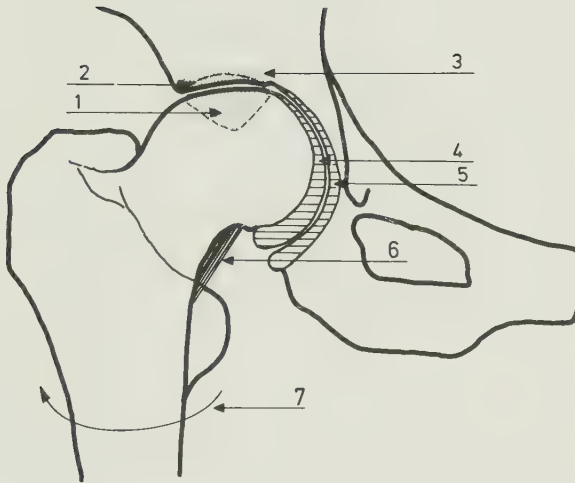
Skizzierung von sieben wichtigen röntgenmorphologischen Kriterien bei Coxarthrose.
